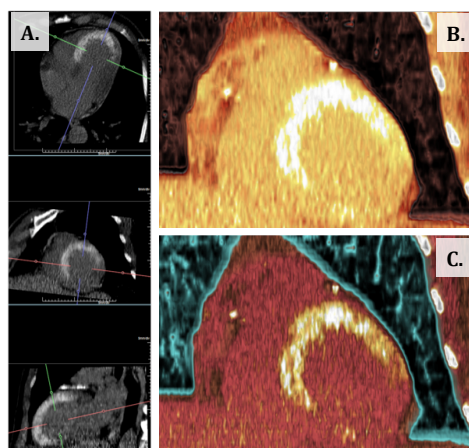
Visualização de áreas de RT por TC: A. Visualização multiplanar em plano cardíaco de 4 câmaras, eixo curto e eixo longo; B e C. Visualização em *Volume Rendering Technique* (VRT)
